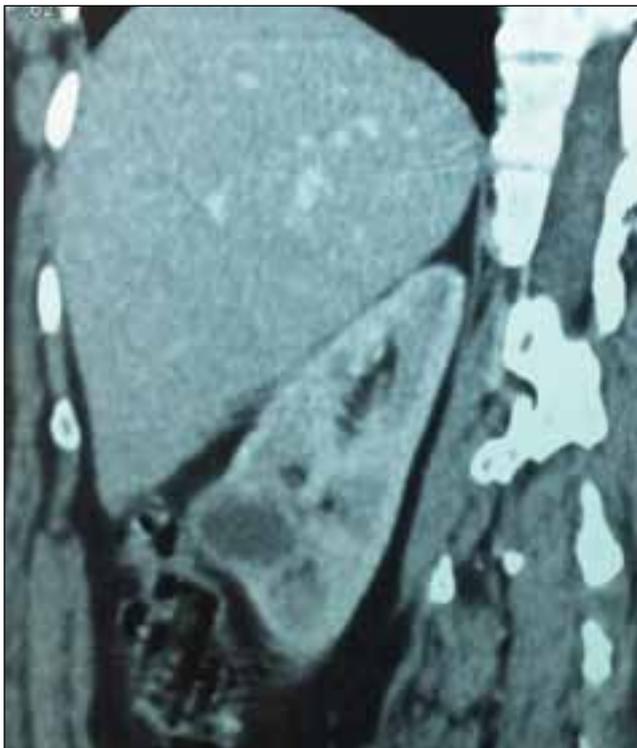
Aspect de la formation rénale sur une coupe sagittale prise par TDM après injection du produit de contraste.
